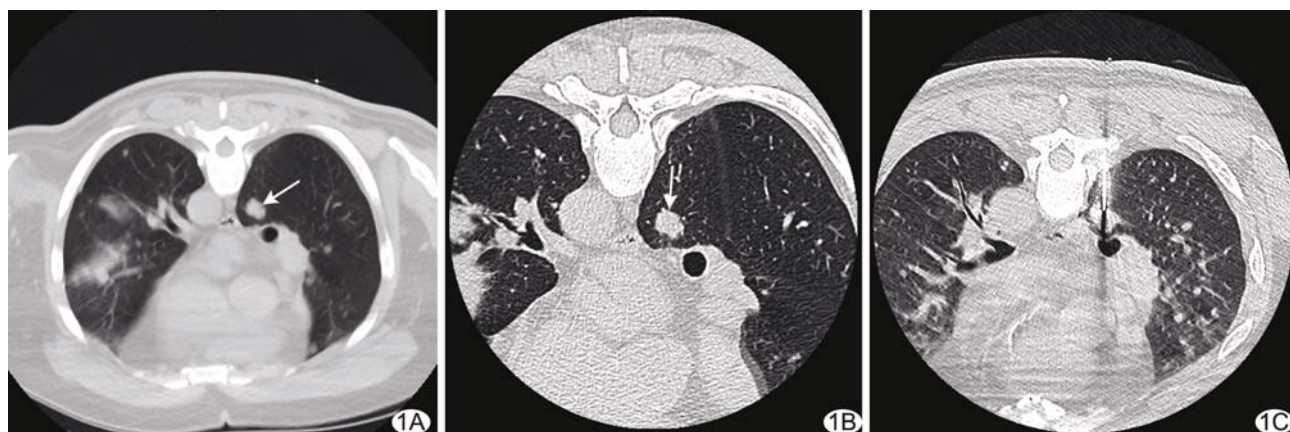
患者女,71 岁,胸部 CT 示右下肺占位,行 CT 引导下穿刺活检 A. 术前俯卧位常规 FOV 扫描图像示右下肺下叶小结节(箭);B. 小 FOV 扫描图像更加清晰显示病变和病变周围及进针方向细小血管及支气管,利于设计最佳进针路径(箭);C. 尽量选择无细小血管路径进针并进行活检
